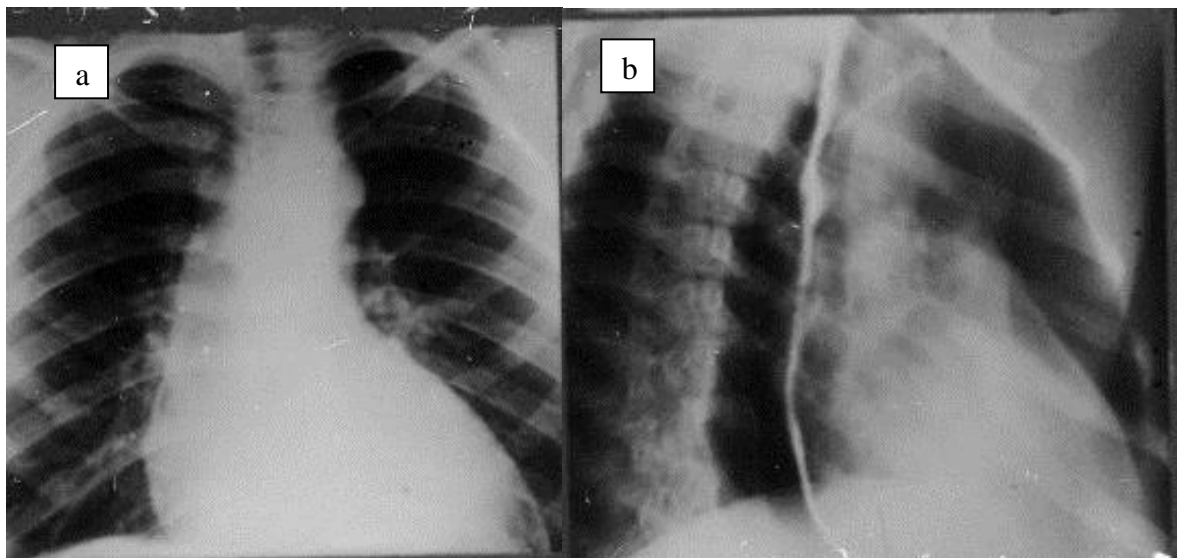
Рентгенограммы сердца в прямой (а), первой (правой) косой (б) проекциях; а) аортальная конфигурация сердца. Дуги восходящей аорты и левого желудочка в прямой проекции увеличены; б) в правой (первой) косой проекции нижняя дуга переднего контура увеличена за счет левого желудочка. Аортальный стеноз [20]
